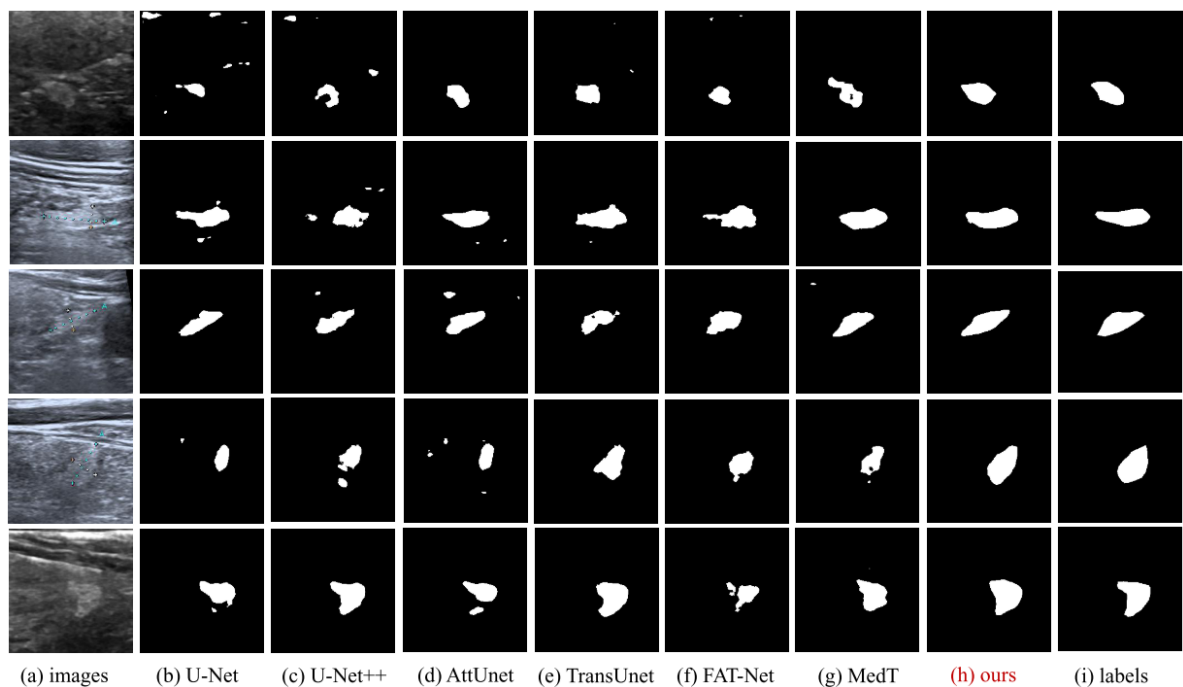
不同方法的甲状旁腺分割结果的定性比较。(a)为输入的甲状旁腺超声图像；(b) - (h)分别是 U-Net、U-Net++、AttU-Net、TransUnet、FAT-Net、MedT 和 EL-Net 的分割结果；(i)标签
